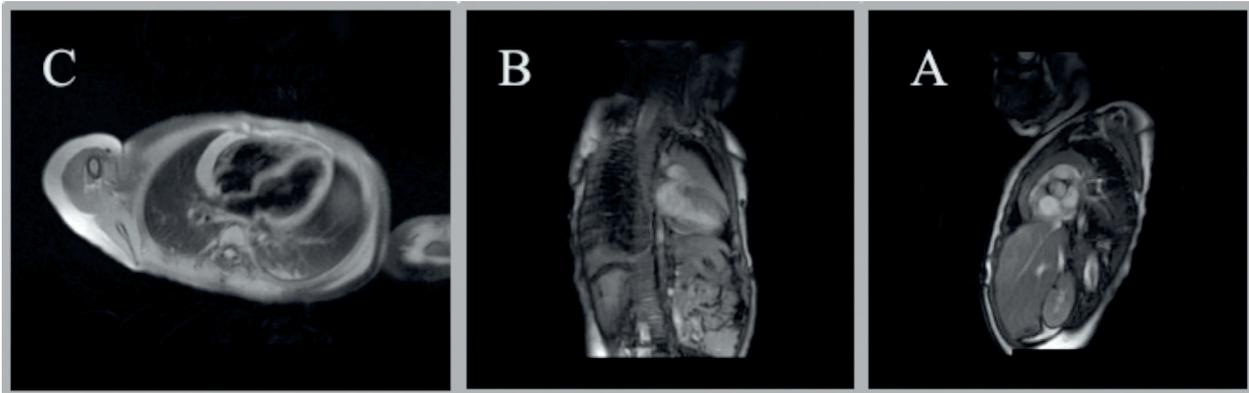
Resonancia cardíaca con contraste. (A) Plano transversal. (B) Plano coronal. (C) Plano sagital. Timo prominente homogéneo, hiperintenso en T2, con realce tardío con gadolinio, que se extiende por la cara anterior del corazón hasta la aurícula derecha y hacia la pared lateral del ventrículo izquierdo, sin compresión de los grandes vasos ni de la vía aérea.
